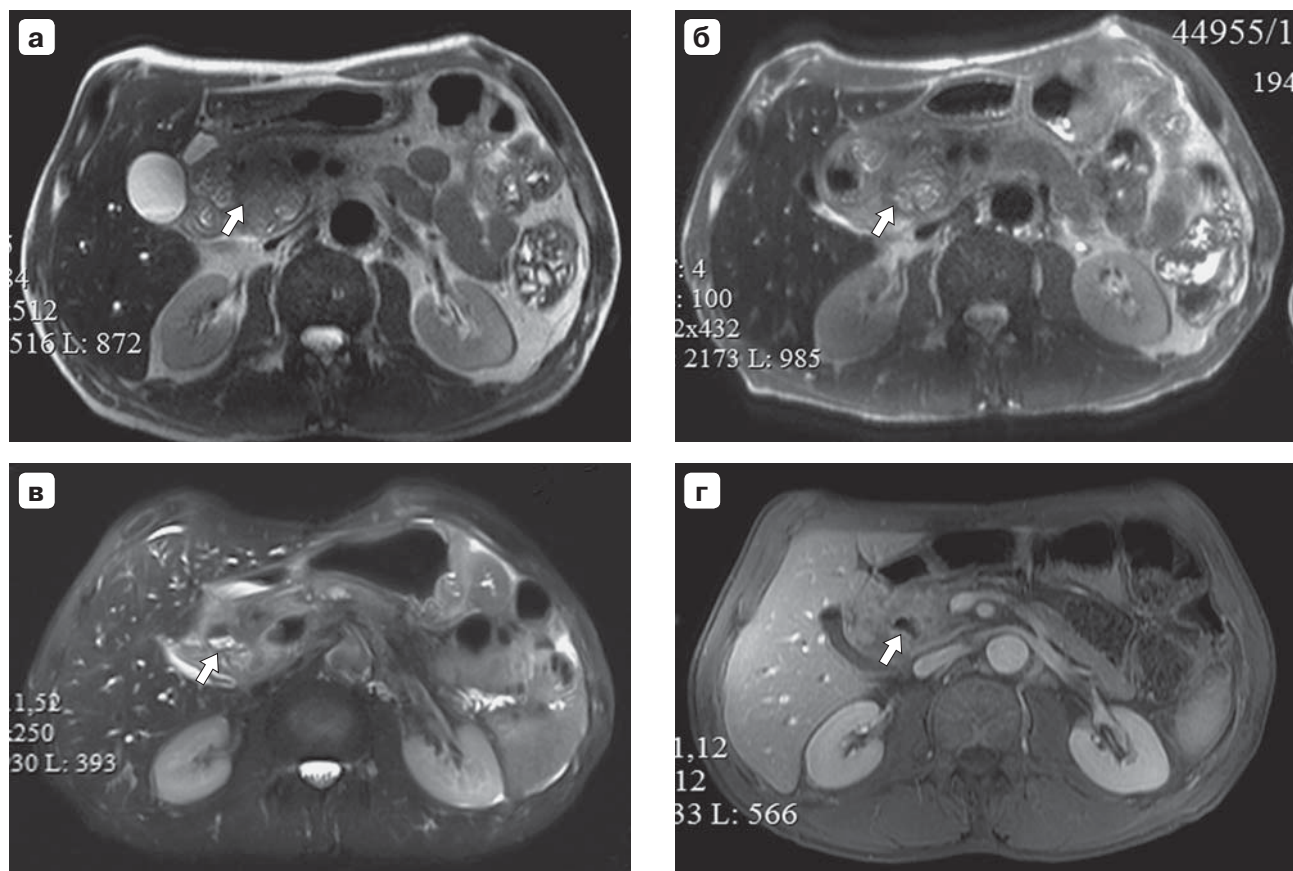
Магнитно-резонансная томограмма. Рак поджелудочной железы: а — до криовоздействия; б — зона криовоздействия через полгода; в — та же зона через год; г — зона вмешательства через 1,5 года.
